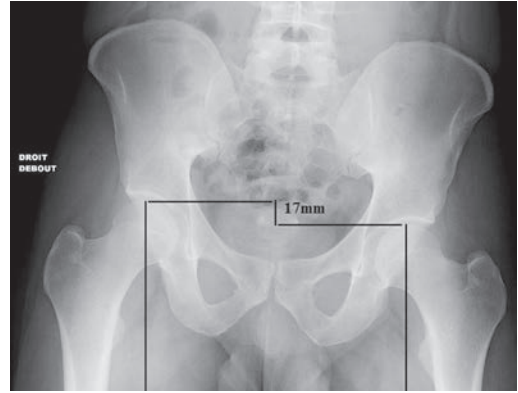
Radiographie de bassin de face montrant une mesure de différence de longueur de membre inférieur.
